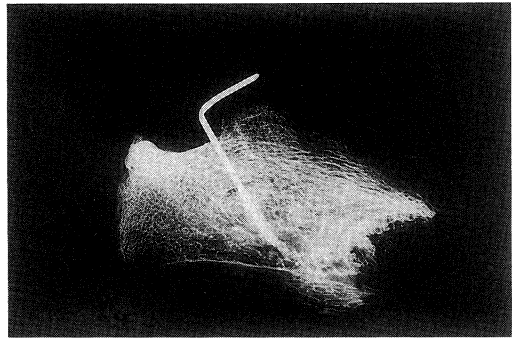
Soft X-ray findings of deep frozen allograft in twenty-four weeks after operation
